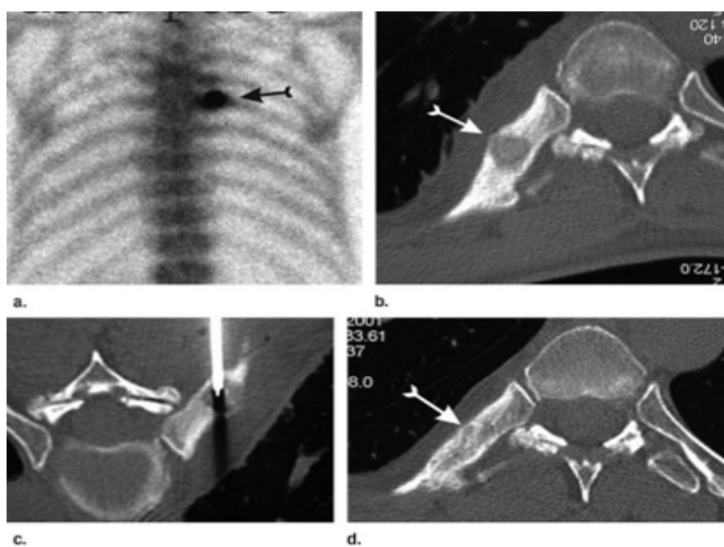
Imazhet në një grua 41-vjeçare me dhimbje të forta të shpinës dhe ndër brinjë për 3 vjet. (a) Scintigrami i kockave (pamja AP) tregon zonën e rritjes së aktivitetit në nivelin e brinjës së gjashtë (shigjeta). (b) CT demonstroi lezion litik në brinjë shoqëruar me trashje reaktive pleurale. Veçoritë sugjeronin për osteoma osteoide (shigjeta).
